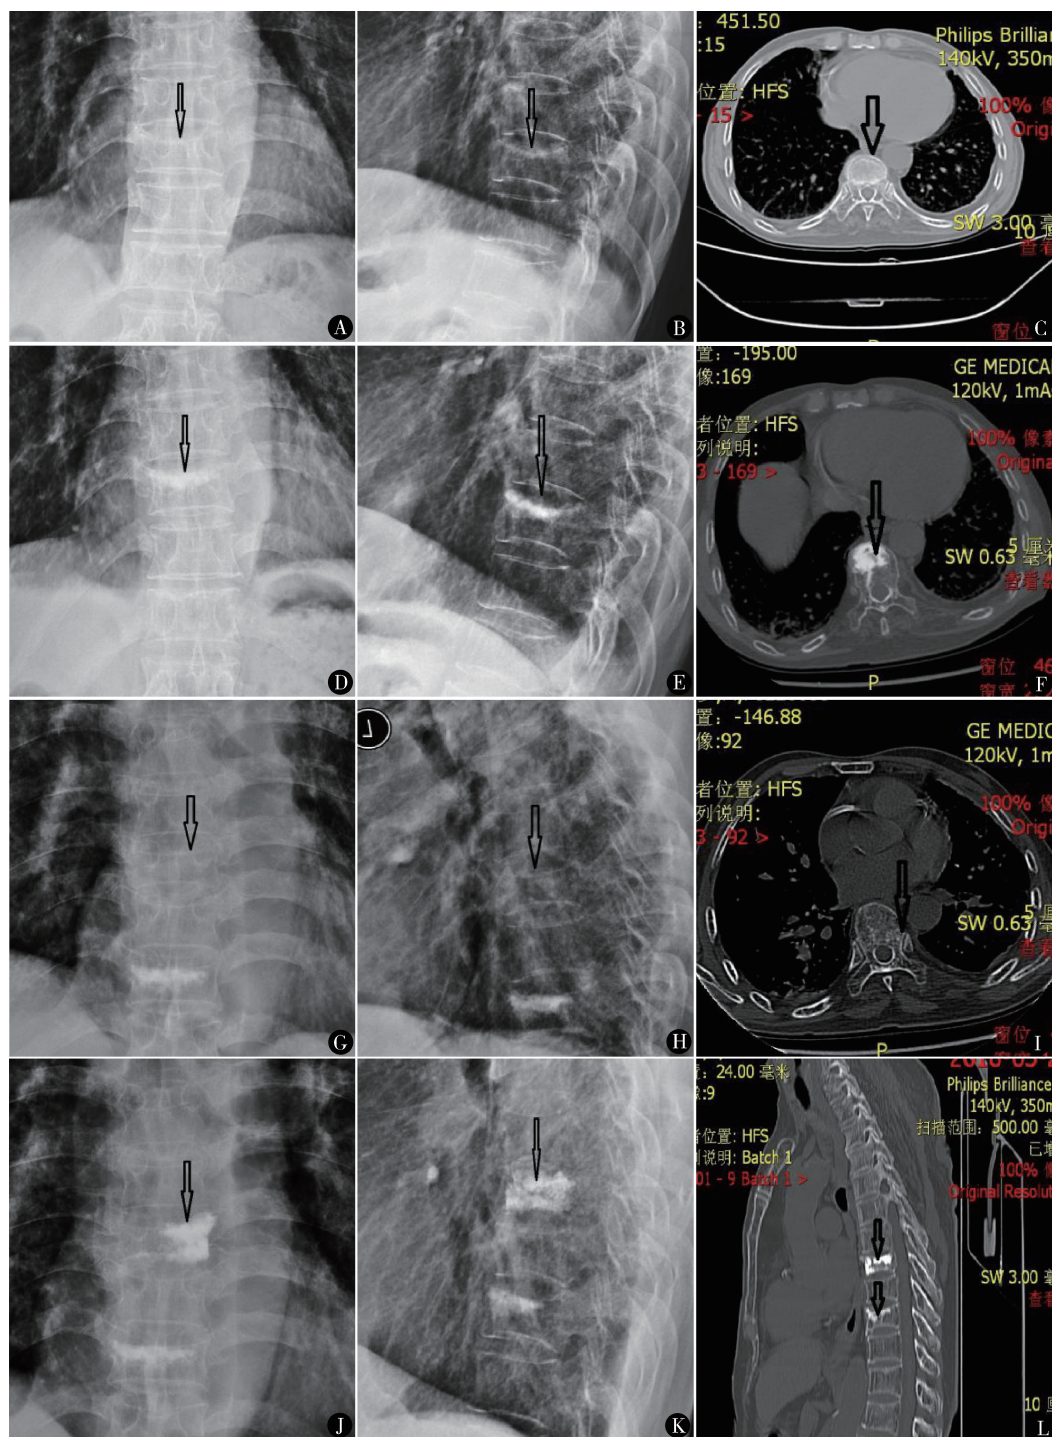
患者男,70岁,因下蹲后胸背部疼痛、翻身活动困难入院,疼痛VAS 9分,骨密度测定T值 $\leq -2.5$ ,诊断为老年骨质疏松性T<sub>10</sub>椎体骨折。3年前因心肌梗死行冠状动脉支架植入术(不能行MRI)。术前X线和CT(A~C),显示T<sub>10</sub>椎体骨折,椎体压缩1/3,上终板凹陷。体位复位后行PVP注入骨水泥1 ml,疼痛消失。术后3 d X线和CT(D~F)显示T<sub>10</sub>椎体高度恢复,骨水泥分布在椎体骨折的部位。术后抗骨质疏松治疗2个月,未坚持服药。术后1年余左手提重物后胸背部疼痛,疼痛VAS 9分,X线和CT(G~I)显示T<sub>8</sub>椎体上缘凹陷变矮,左侧皮质骨不连续,诊断T<sub>8</sub>椎体左上局部骨折,同法治疗,注入骨水泥1.2 ml,疼痛消失。术后3 d X线(J、K)显示T<sub>8</sub>椎体高度恢复,骨水泥分布在椎体骨折部位。术后坚持规范抗骨质疏松治疗。术后3年CT矢状位(L)显示T<sub>8</sub>、T<sub>10</sub>椎体高度保持良好,相邻的T<sub>7</sub>、T<sub>9</sub>、T<sub>11</sub>椎体高度正常,无压缩骨折。骨密度测定T值 $-1.2 \sim -1.0$
